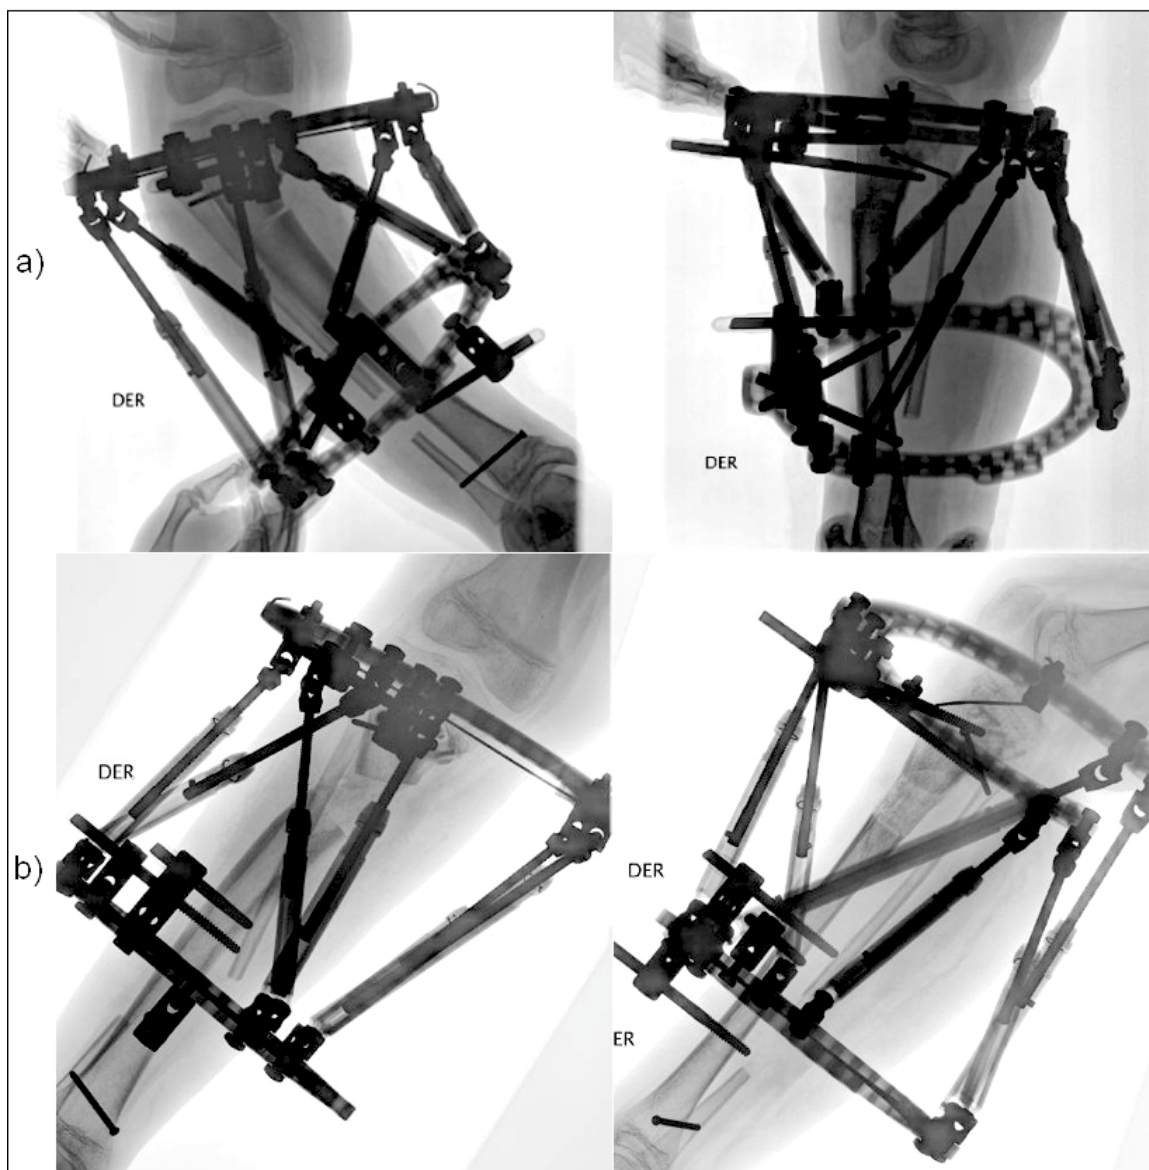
Radiografías AP (izquierda) y lateral (derecha) del paciente. a) al inicio del tratamiento. b) al final.
